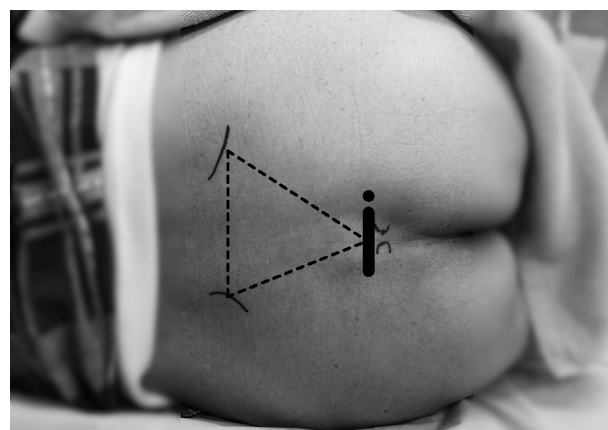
Placement point of ultrasonic probe.
